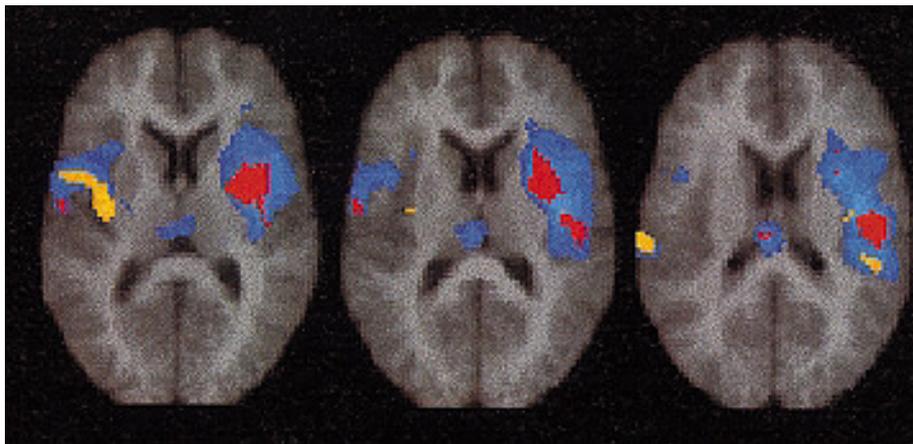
Hirnregionen die bei propriozeptiver Stimulation der Nackenmuskulatur und kalorisch vestibulärer Stimulation einen Anstieg des rCBF zeigten (Messung mit H_2-O^{15} -PET). Alle dargestellten Regionen sprachen auf den somatosensorischen Reiz an. In den blauen Arealen aktivierte die vestibuläre Stimulation nicht signifikant stärker als die somatosensorische. Gelb symbolisiert einen signifikant größeren Einfluss der vestibulären Stimulation. In den roten Regionen war der Anteil beider Modalitäten an der Aktivierung etwa gleich groß (Bottini et al., 2001).
